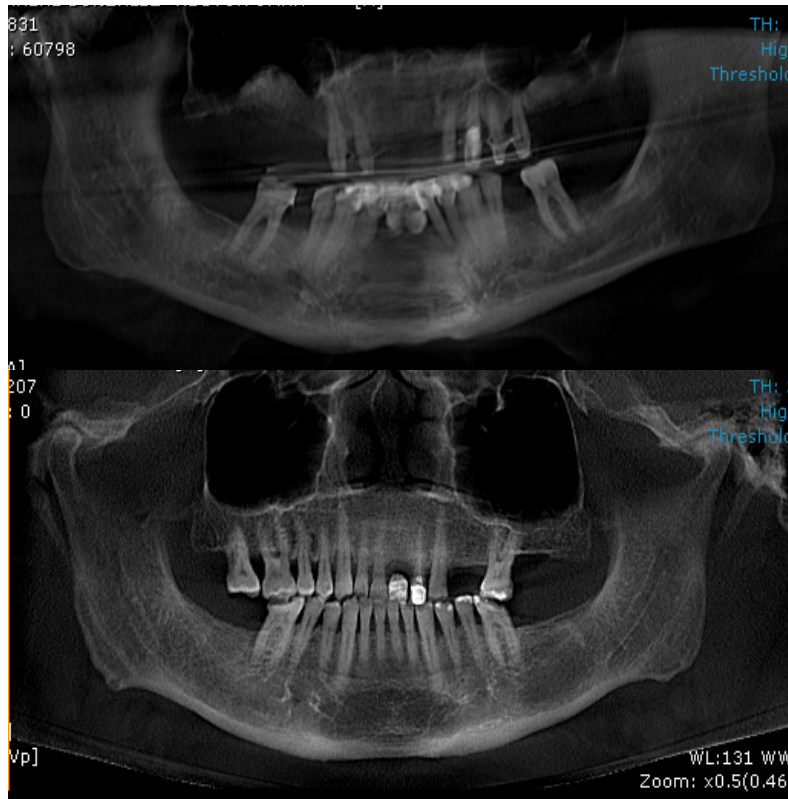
Tomografía computarizada de haz cónico de pacientes parcialmente edéntulos.
